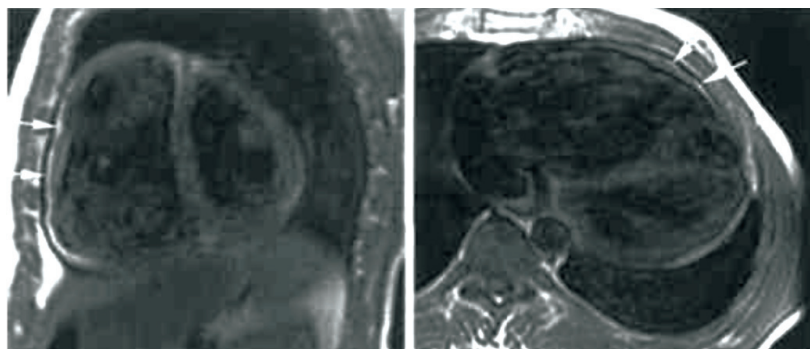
Examen de RM cardiacă. Postadministrare de substanță de contrast cu gadolinium: ventricul drept dilatat, cu perete subțire, de aspect trabecular spre versantul diafragmatic. Mici hipersemnale TI, post-FS (FS-supresia grăsimii), în bandă, ce interesează, peretele liber al VD, aspect ce pledează pentru infiltrate lipomatoase (săgeți). Examenul cine-RM a arătat mici zone diskinetice cu aspect pseudoanevrismal la nivelul peretelui liber al VD. Aspect sugestiv pentru displazie aritmogenă de VD. (din colecția conf. dr. Ioana Lupescu).
